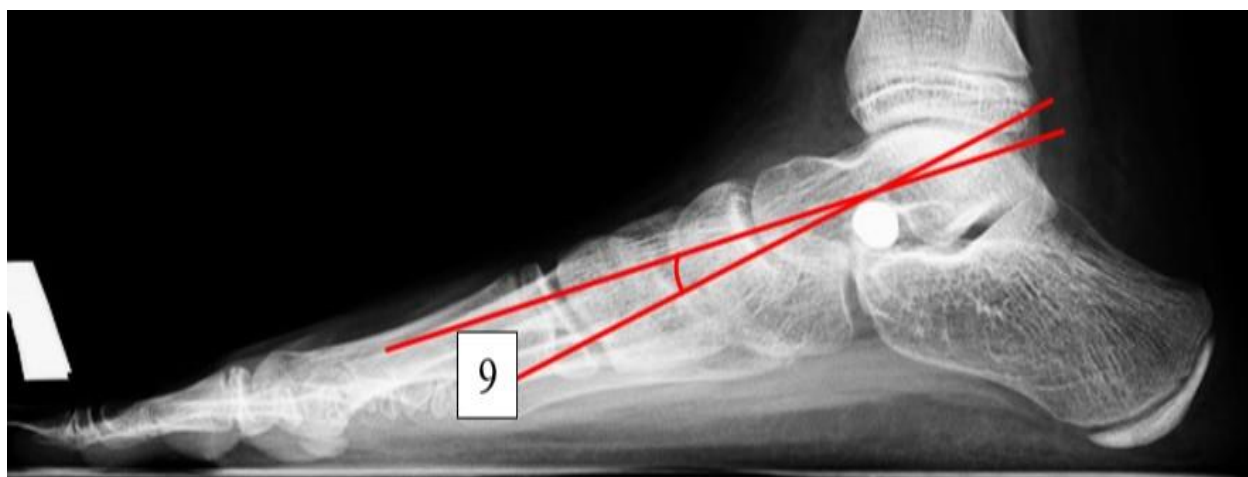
Рентгенограмма левой стопы с захватом голеностопного сустава пациентки Д., 14 лет, контрольная группа, спустя 12 месяцев после операции. Угол Meary равен 9° . В подтаранном синусе визуализируется металлический имплант конусовидной формы.
